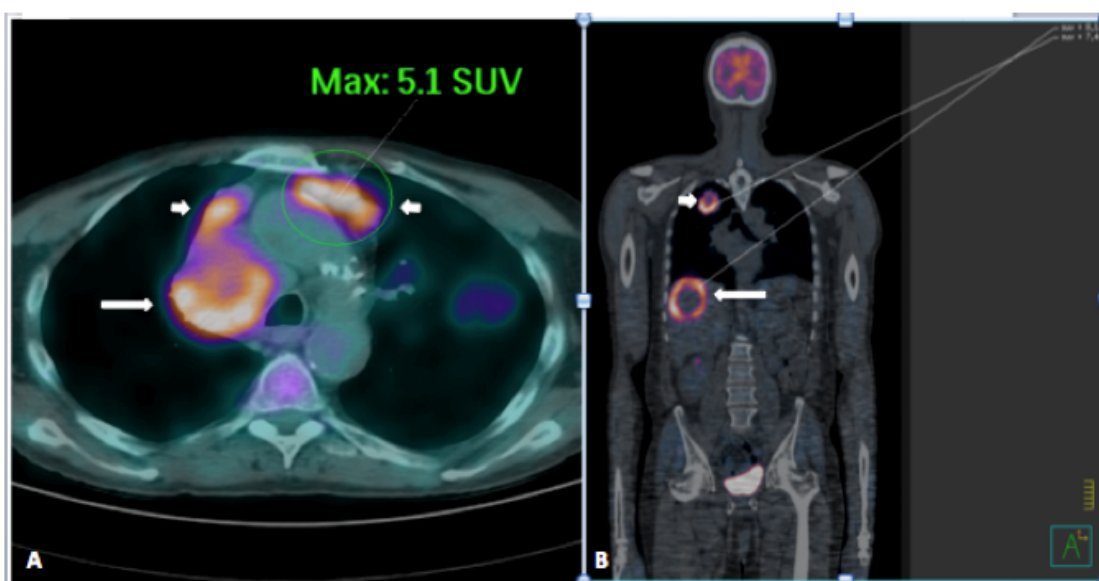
Exame de PET-CT. A) Ilustração de exame de PET-CT no plano axial. Observa-se um bloco ganglionar mediastinal paratraqueal direito (seta longa) e metástases linfonodais pré-vasculares (setas curtas), uma delas com SUV = 5,1. B) Ilustração de exame de PET-CT no plano coronal. Observa-se um tumor maligno no lobo superior direito (seta curta) e metástase hepática (seta longa), com SUV de 7,44 e 8,17, respectivamente.
